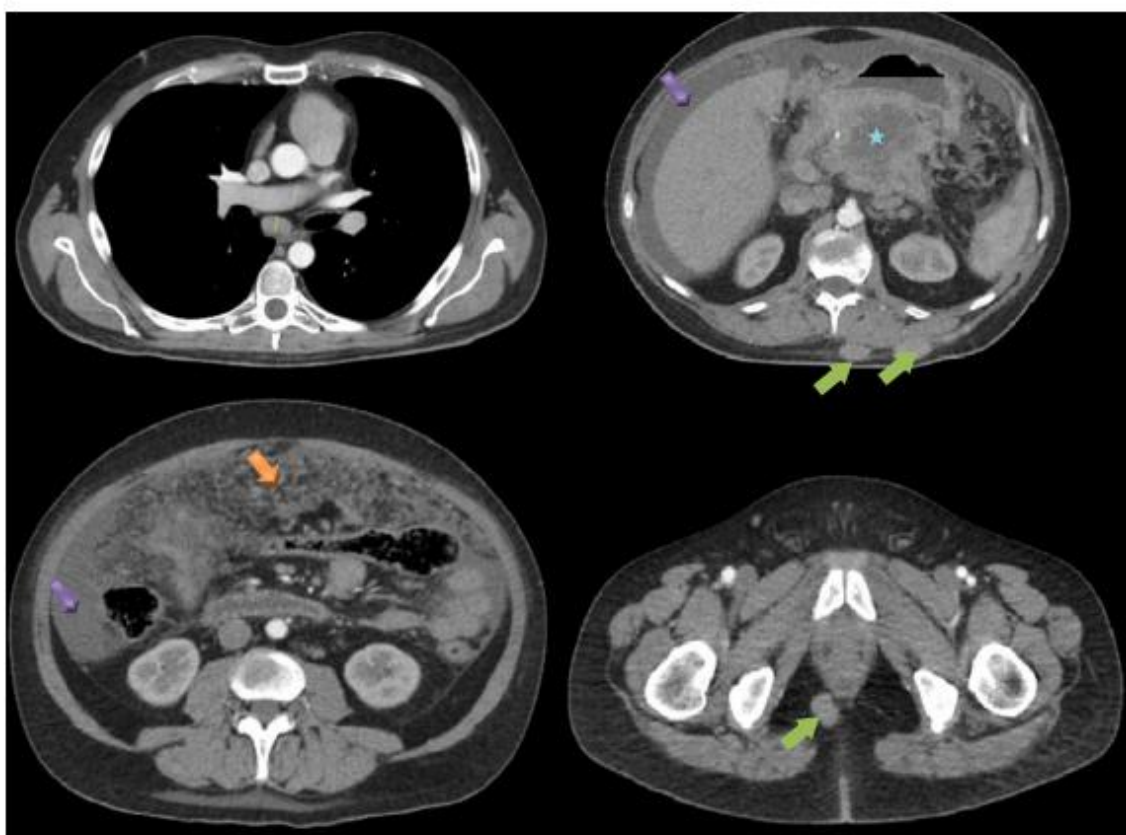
TC c/cte: se evidencian adenopatías mediastinales (línea amarilla), conglomerado adenopático retroperitoneal (estrella azul), liquido libre intraabdominal (→ lila), signos de carcinomatosis peritoneal (→ naranja) e implantes en el espesor del tejido celular subcutáneo a nivel dorsal y del periné (→ verde). Hallazgos en relación a progresión de enfermedad.
